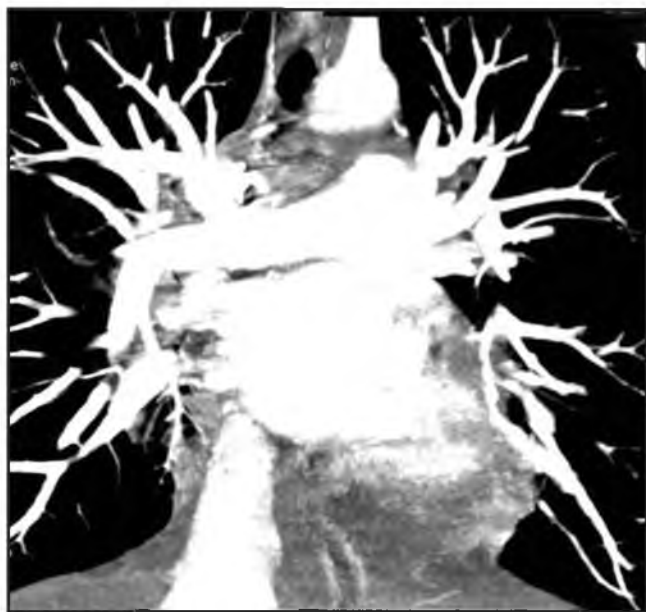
Компьютерная томография органов грудной клетки с болюсным контрастированием. Рентгенологических признаков тромбоза легочной артерии не выявлено.
